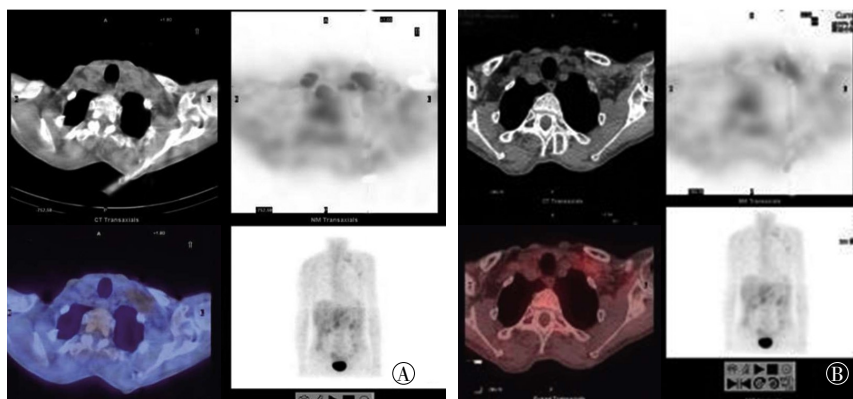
胃癌患者左锁骨后方肿大淋巴结 ^{18}F -FDG SPECT/CT 显像图 患者男性, 55 岁。图中, A: 同机融合图像; B: 异机融合图像。异机融合后图像对转移淋巴结病变的显示更清晰、明确。
